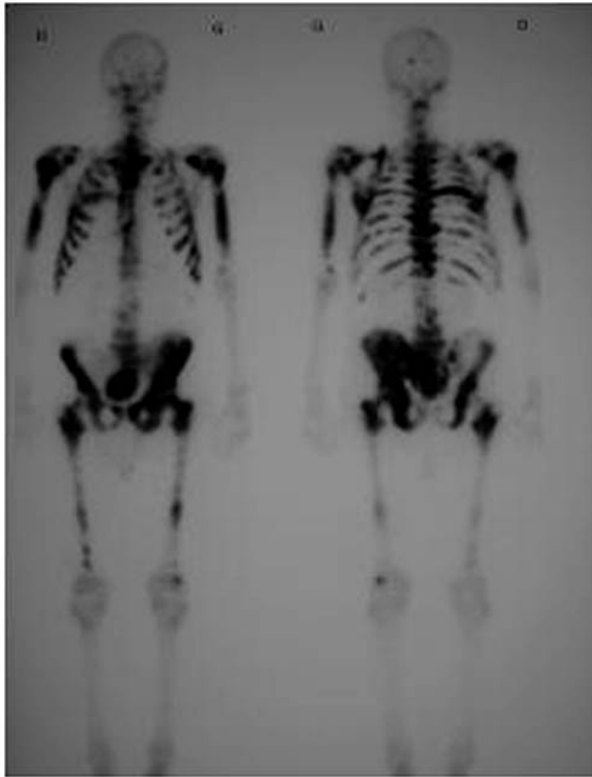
Hyperfixations multiples sur la scintigraphie osseuse
